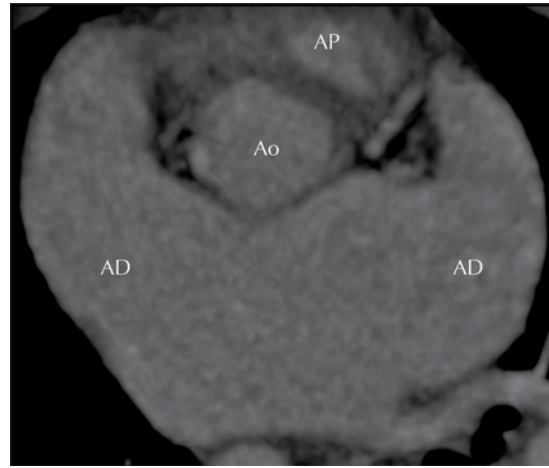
Tomografía cardíaca, corte axial: ambos atrios tienen morfología de aurícula derecha (dextromorfismo) con orejuela de base ancha.
